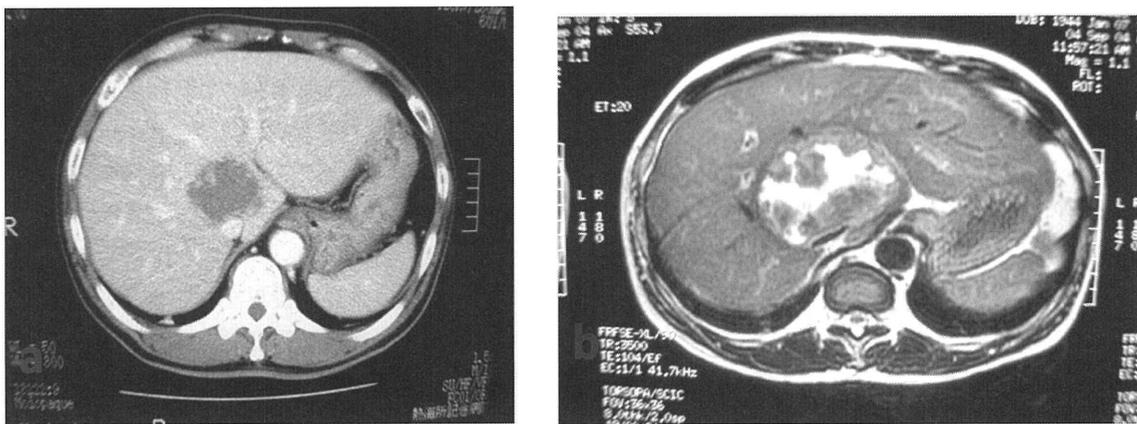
a; 前医入院時腹部CT b; 前医入院時腹部MRI (T₁強調像)
